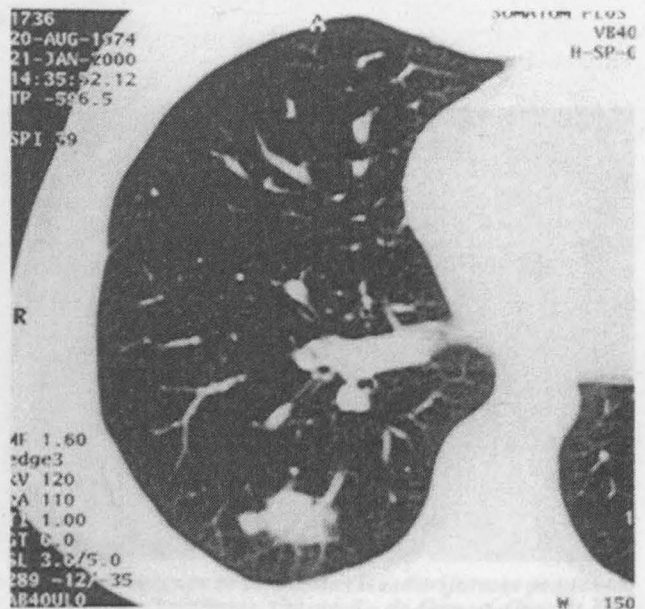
Caso 12, nódulo (2,7cm) subpleural, no segmento inferior do IID à tomografia computadorizada de tórax.
